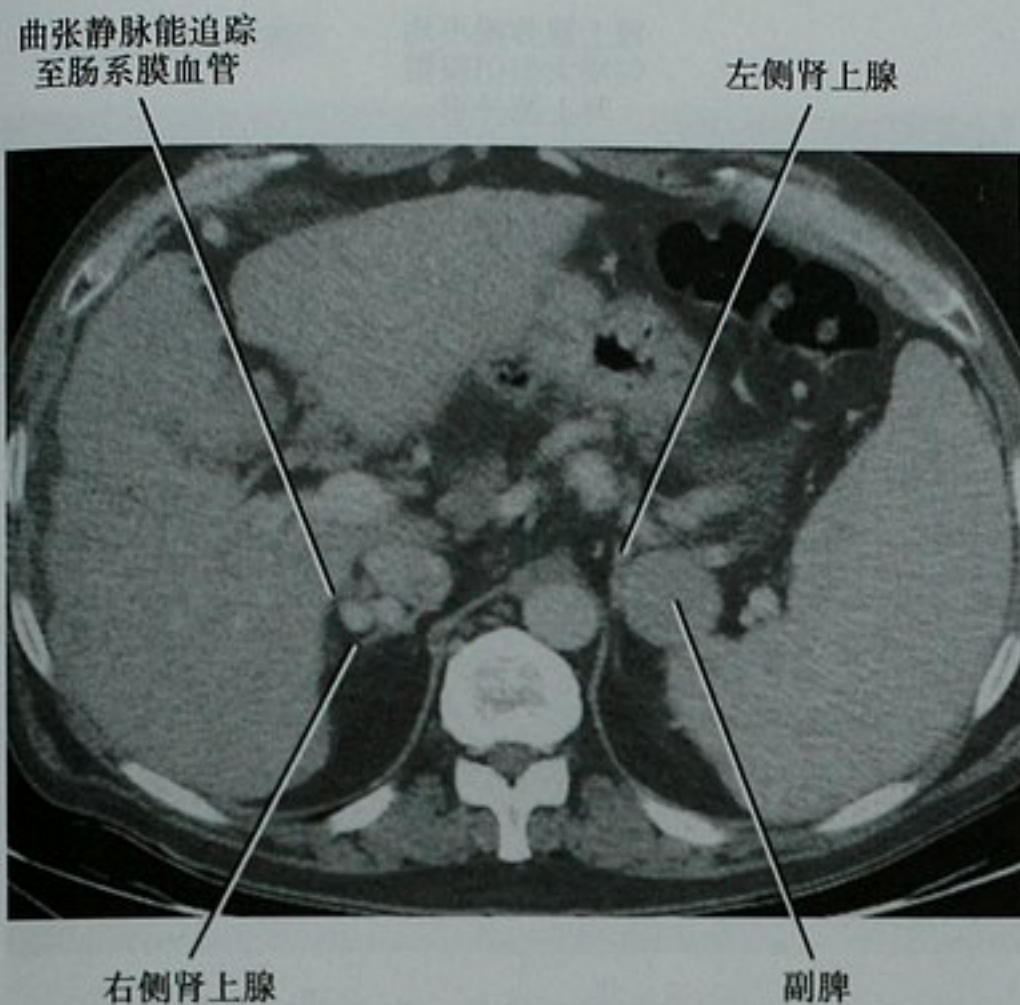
增强 CT 轴位图像显示两侧肾上腺的肿瘤假象。门静脉高压患者被建议左侧肾上腺肿物活检。注意副脾和左肾上腺之间菲薄的脂肪层。大的静脉曲张团导致右侧肾上腺不常见的肿瘤假象
